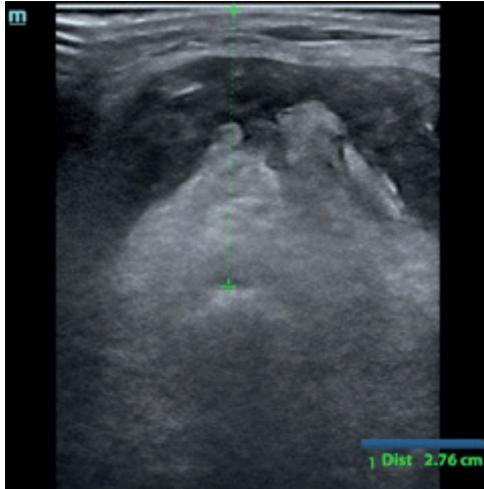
Ecografía de región anterior del cuello. Distancia de la piel a la epiglotis. Fuente; tomado de la historia clínica del paciente y realizado por los autores.
